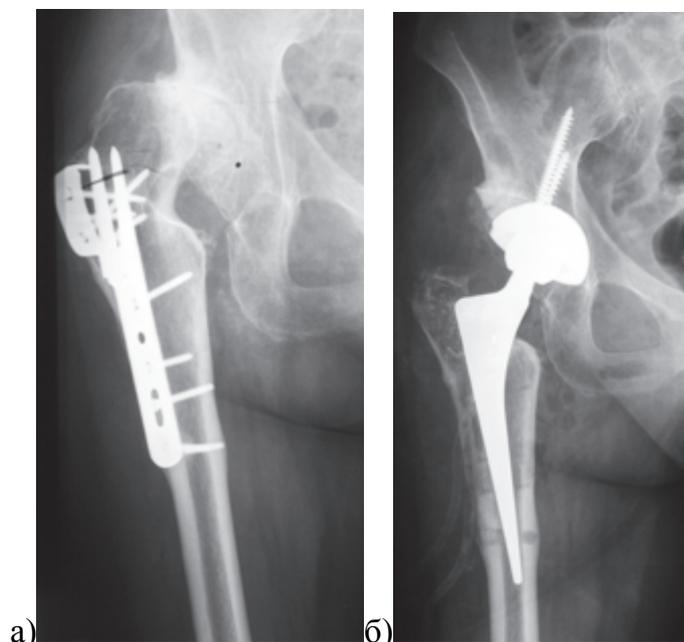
Рентгенограммы правого тазобедренного сустава пациентки 73 лет с деформацией проксимального отдела бедренной кости после межвертельной остеотомии: а – коксартроз с вальгусной деформацией и наличием металлоконструкций; б – ножка бесцементной фиксации типа Spotorno установлена с вальгусным наклоном в соответствии с геометрией метаэпифиза бедренной кости, канал на месте клюва пластины заполнен губчатой аутокостью
